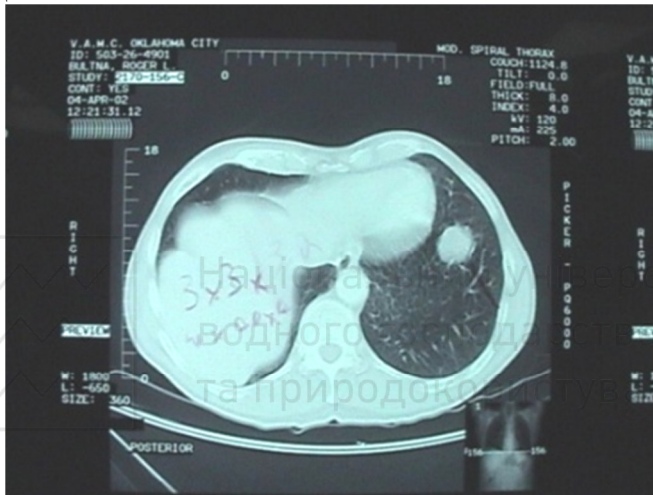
Томографічна діагностика раку легень
